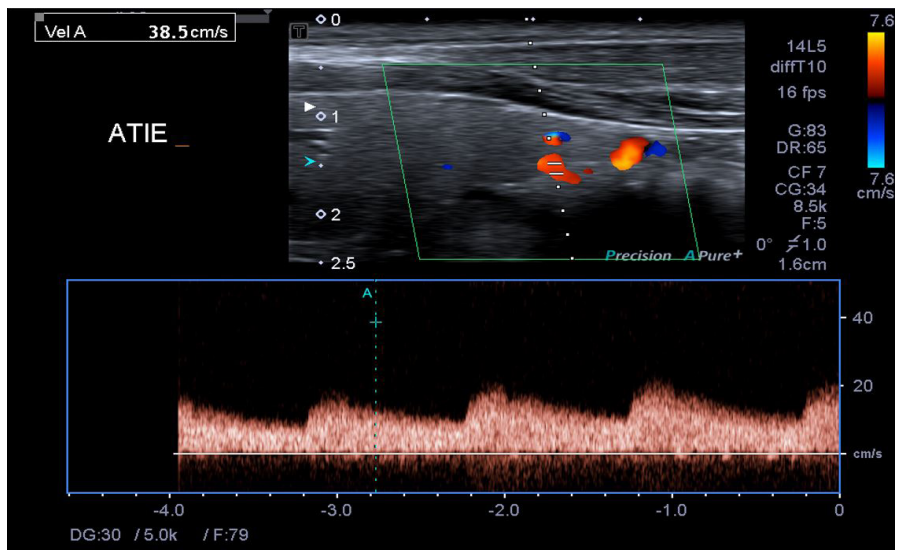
Exemplo de duas não conformidades no Doppler, tanto na ausência de correção do ângulo em estudo da artéria tireoidiana esquerda quanto na localização inferior esquerda da velocidade de pico sistólico.
